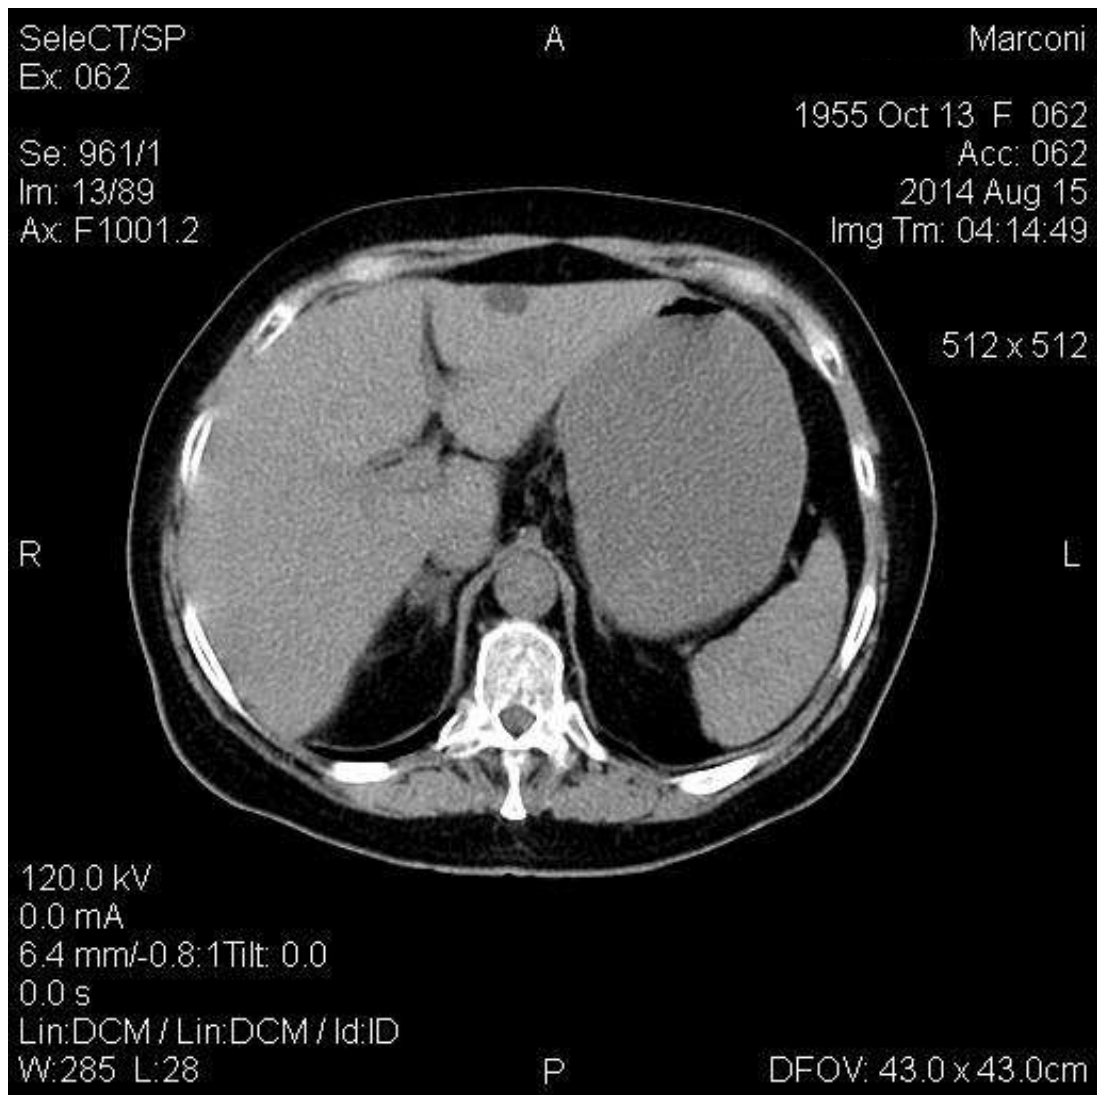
КТ–ознаки поодиноких кістозних утворень печінки (пацієнт К., 59 років).
